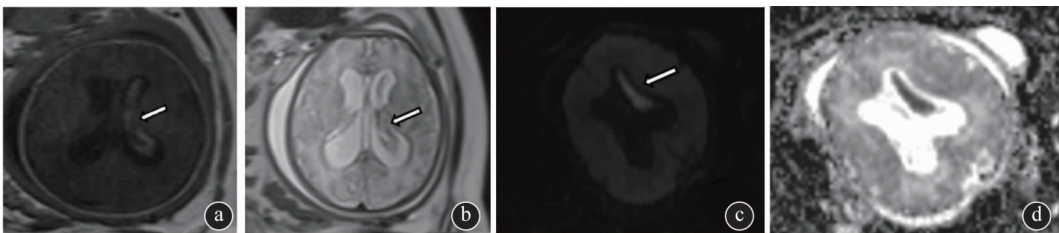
孕妇 27 岁,孕 35⁺周, 3b 级 FICH, MRI 示:胎儿左侧侧脑室内出血异常信号影,边界模糊, T1WI 呈高信号(a), T2WI 呈稍低信号(b), DWI 序列示病灶弥散受限(c,d)。胎儿左侧侧脑室内出血(亚急性期), 双侧侧脑室积水扩张(重度)
